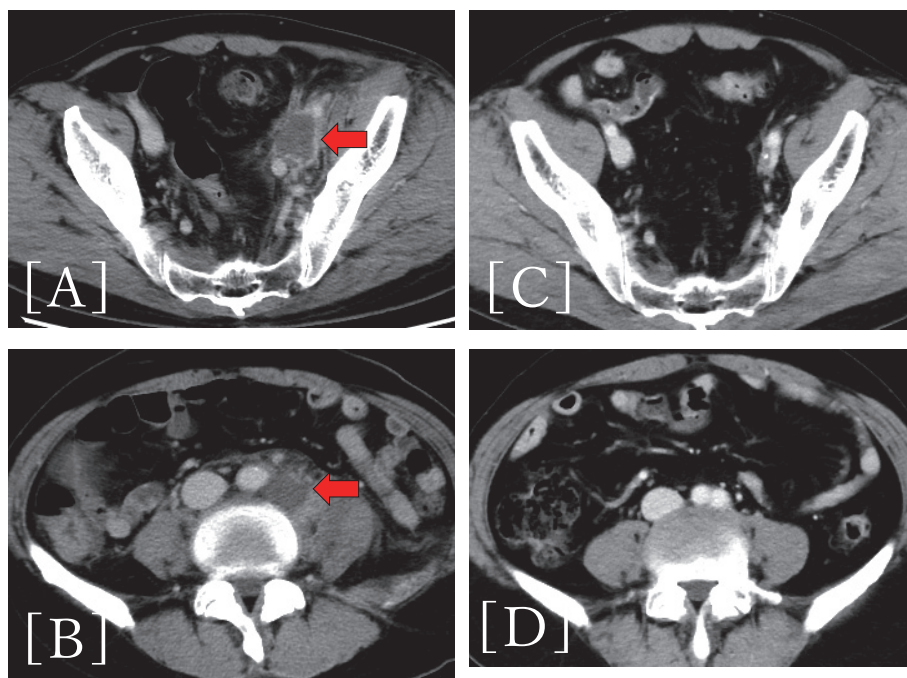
Enhanced CT shows obturator lymph nodes (A) and common iliac lymph nodes (B) prior to pembrolizumab treatment. The lymph nodes are reduced in size 20 months after the commencement of pembrolizumab treatment (C, D).
